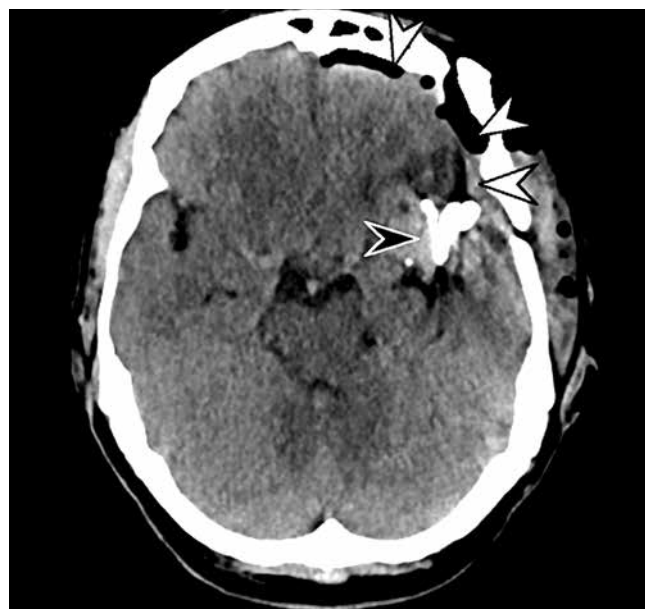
Компьютерная томография головного мозга после операции без контрастирования. На томограмме в аксиальной плоскости визуализируются высокоплотная клипса (черная стрелка) в проекции левой средней мозговой артерии, а также пузырьки воздуха и полоски крови под твердой мозговой оболочкой на уровне вмешательства (белые стрелки)
